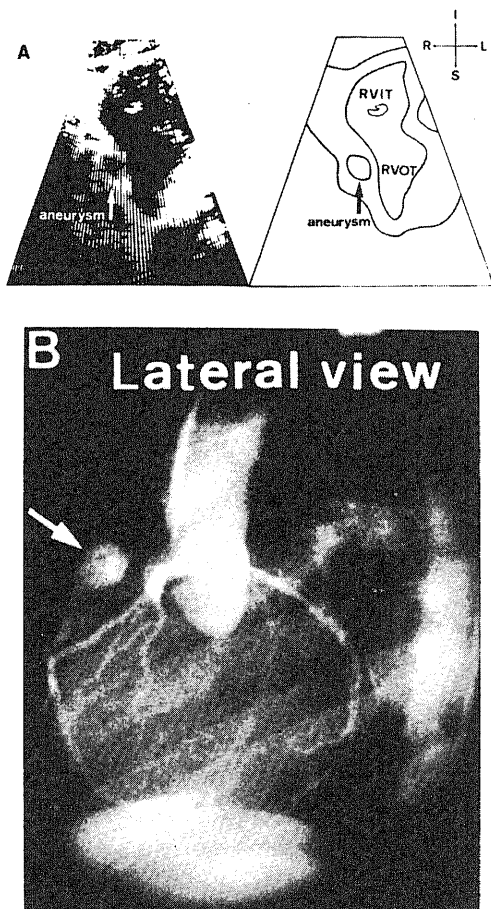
Two-dimensional echocardiogram and angiogram from a 1-year-old boy with Kawasaki disease. (A) Sector r-P1 visualizes an abnormal echo-free space (arrow) at the right side of the right ventricular outflow tract. (B) The angiogram shows a coronary aneurysm (arrow) in segment 1 of the right coronary artery. I=inferior; L=left; R=right; RVIT=right ventricular inflow tract; RVOT=right ventricular outflow tract; S=superior.
